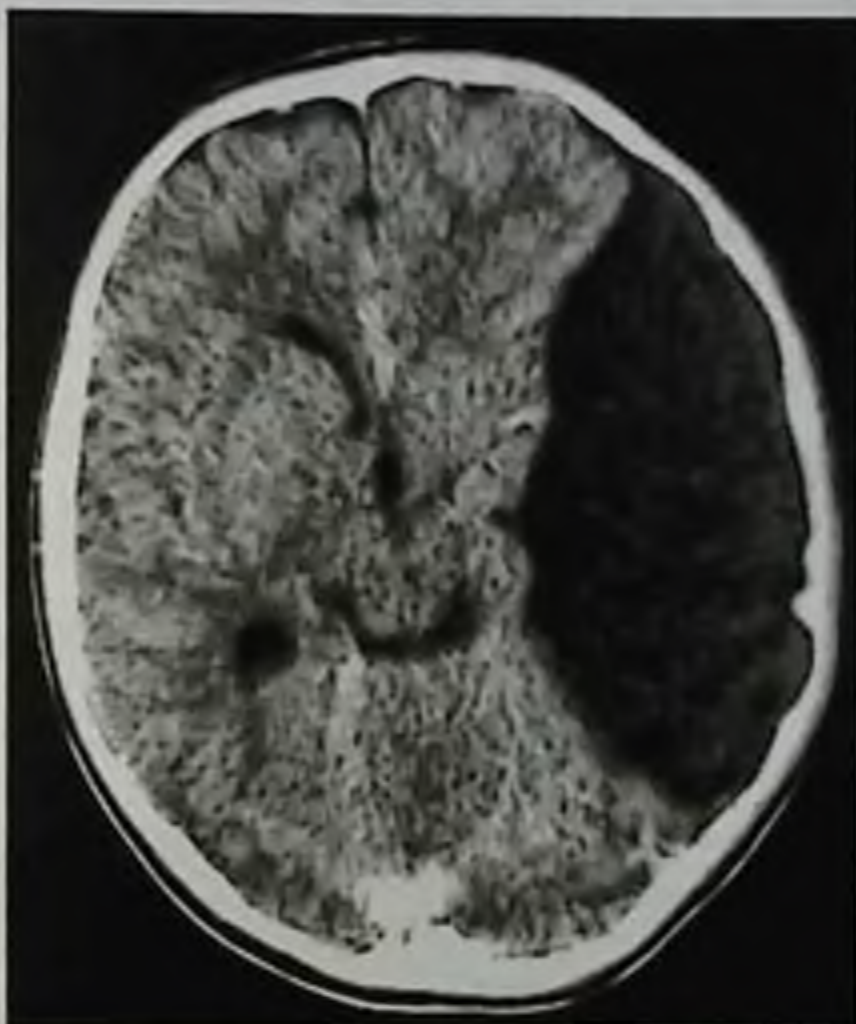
Арахноидальная киста левой латеральной (сильвиевой) щели мозга: компьютерная томограмма, аксиальная проекция. Видны сдавление левого бокового желудочка, деформация левых отделов охватывающей цистерны за счет смещения медиальных отделов левой височной доли (начинающегося латерального тенториального вклинения)
